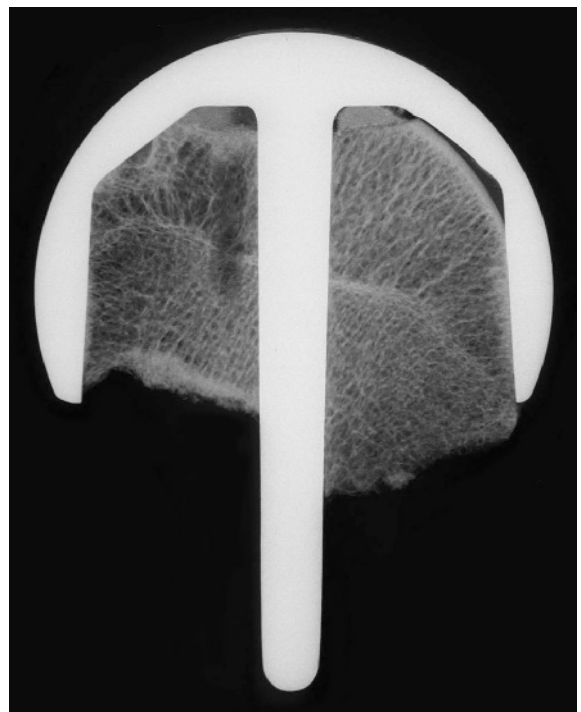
Kontaktradiographie 11/18
